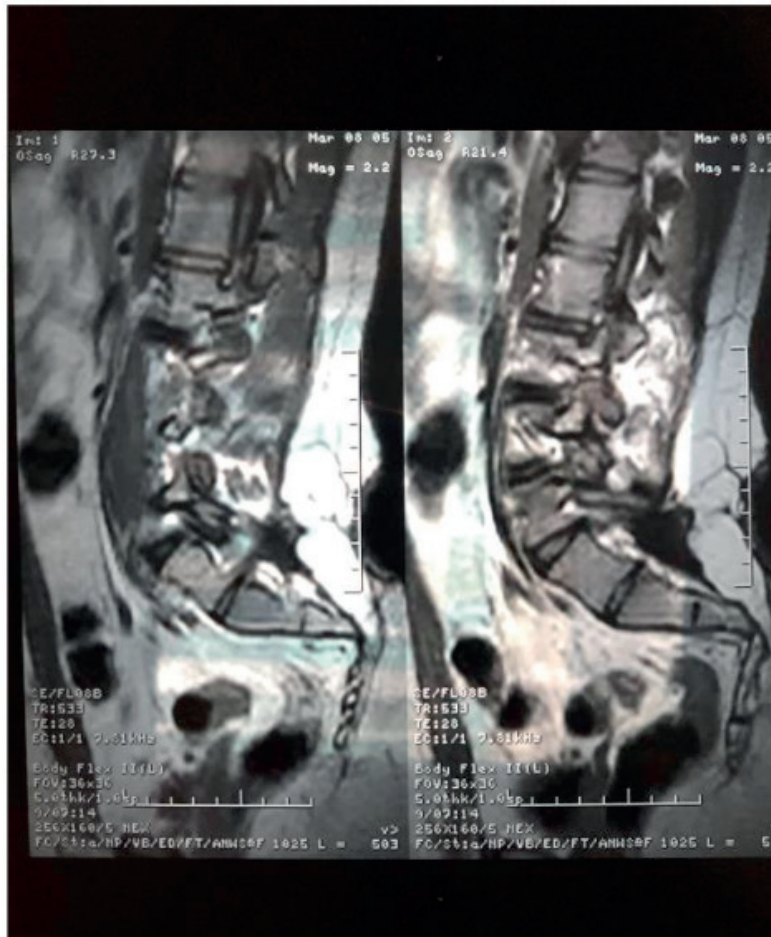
Ressonância Magnética Nuclear evidenciando lesão lombossacral após correção cirúrgica, exame de controle, realizado aos 16 anos do paciente.
